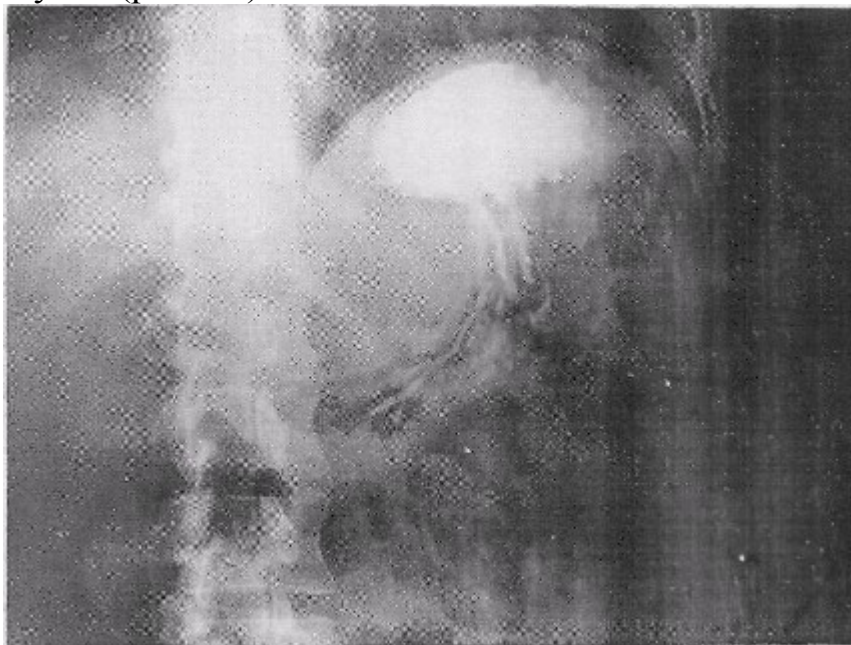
Рентгенограмма желудка. Накопление контраста на дне желудка.
